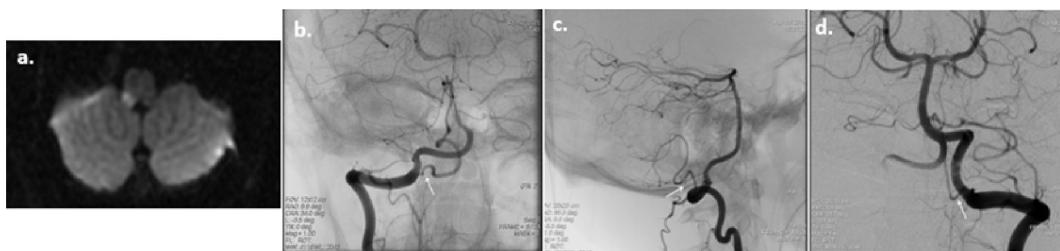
a. Resonancia magnética – Secuencia difusión. Varón de 21 años, con lesión isquémica aguda en el sector lateral del bulbo derecho. b, c, d: Angiografía digital donde se evidencia (marcado con flechas) arteria cerebelosa pósterio-inferior derecha única, con origen por debajo del borde inferior del agujero occipital. Presenta un asa descendente corta, para luego ascender de manera redundante, finalizando en una rama vermiana inferior. b: Vista anterior, c: Vista lateral, d: Vista posterior.
